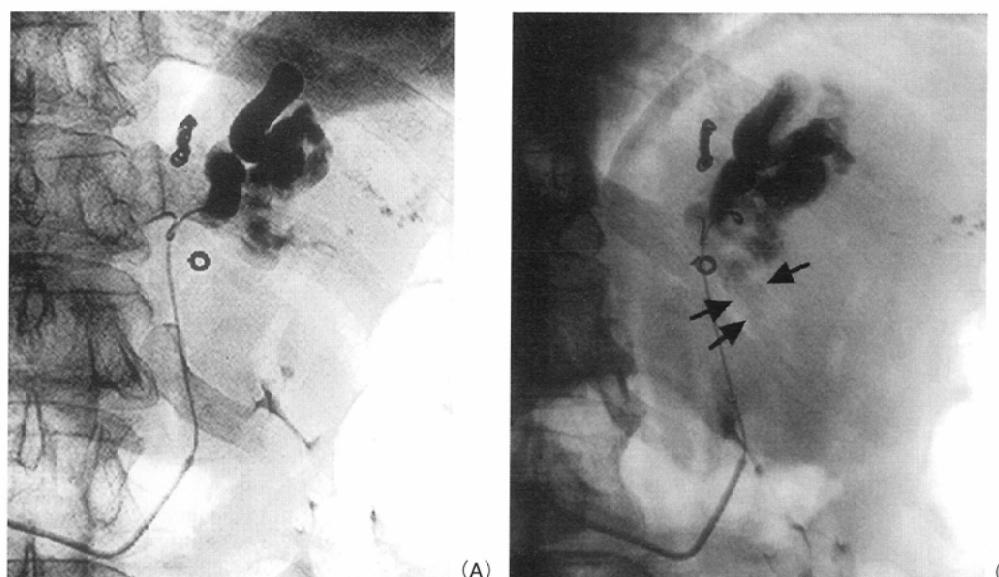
64-year-old woman with gastric varices. Plain radiograph during B-RTO.
